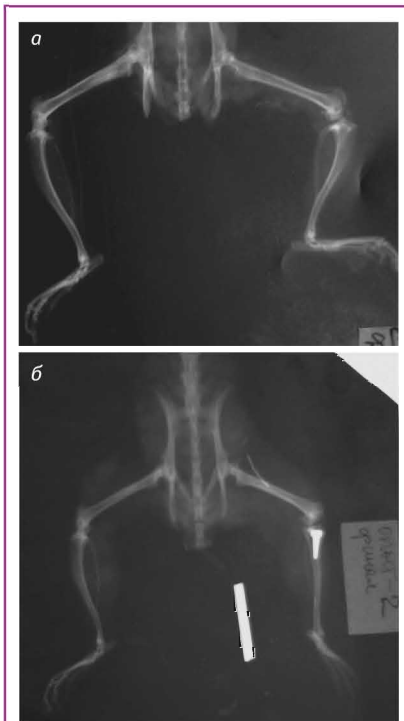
Фотовідбитки рентгенограм задніх кінцівок щурів через 6 міс: а) після резекції проксимального епіфіза великогомілкової кістки — контроль II (щур № 13); б) після ендопротезування проксимального епіфіза великогомілкової кістки — дослід II (щур № 22)
